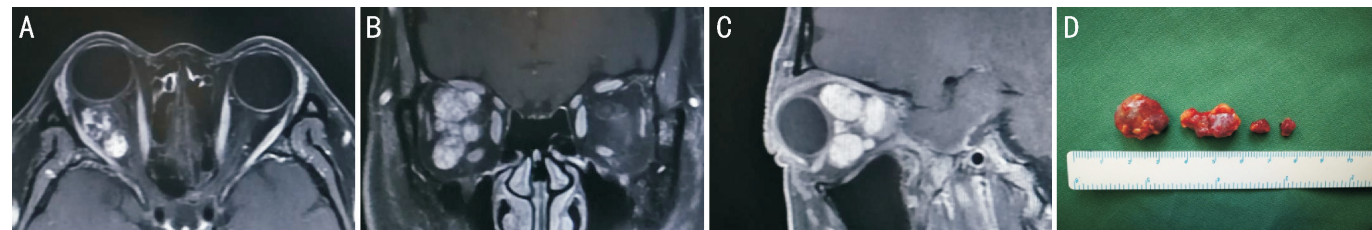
右眼眶肌锥内多发海绵状血管瘤患者(女,46岁) A~C:眼眶MRI T1增强轴位、冠状位、矢状位;D:术中切除的4颗肿瘤标本。
